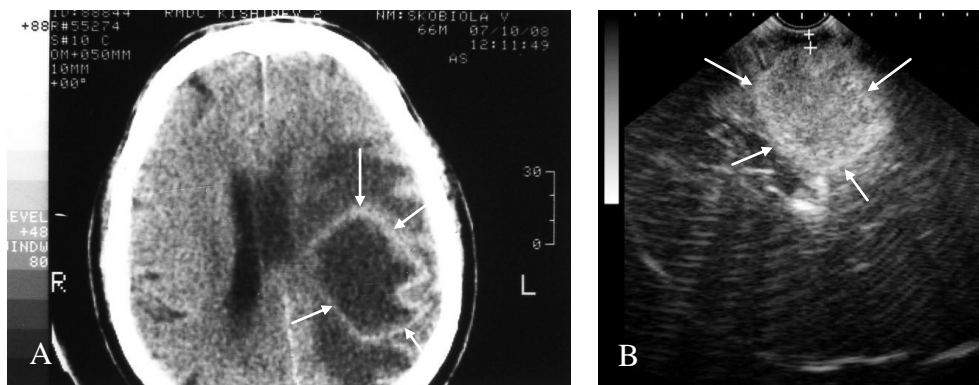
Astrocitom anaplastic parieto-temporal stînga. A - CT cu contrast denotă captare periferică; B - USIO relevă un inel hiperecogen marginal.
